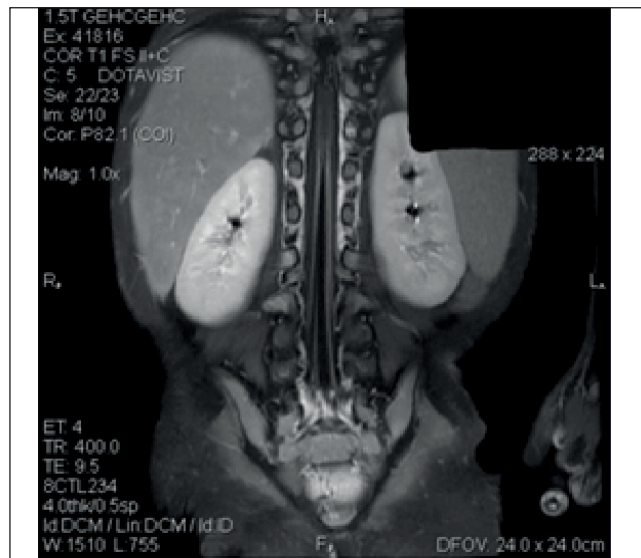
Магнітно-резонансна томографія хребта: патологічне накопичення контрасту нервовими корінцями
